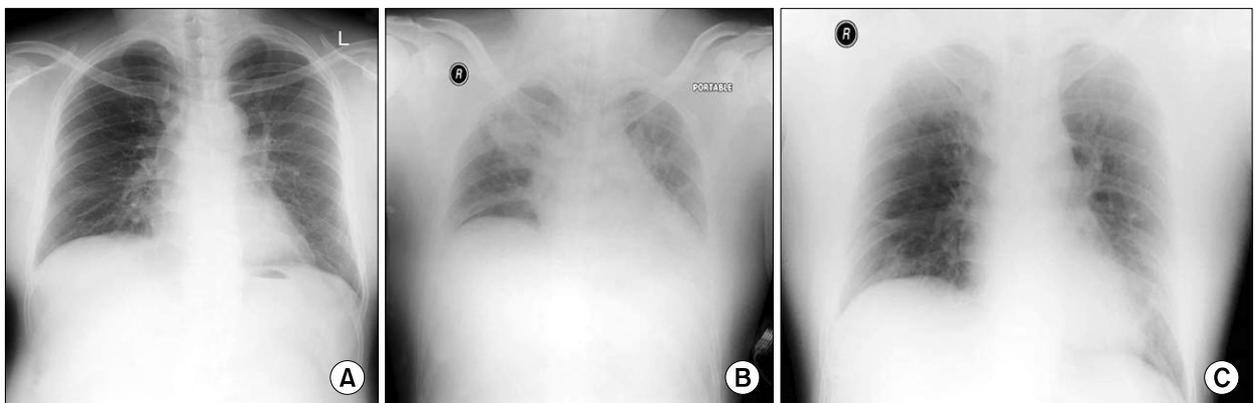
Chest X-ray views showing dramatic changes in lung volume. (A) is a chest-PA view at the admission time, (B) is a chest-AP view taken just after the insertion of needles through the intercostal space. This shows severely decreased lung volume and multiple patch infiltrations suggesting atelectatic changes, (C) is a chest-AP view taken after extubation. It shows an increased lung volume and improvement in haziness.
